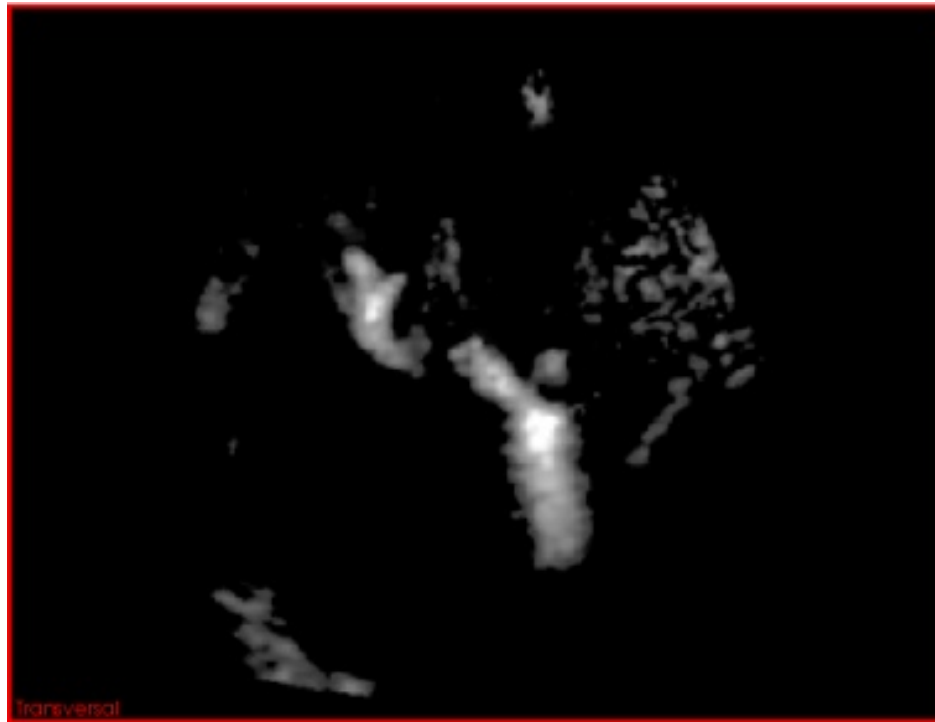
Flashartefakte in Power-Doppler-Bilddaten (links unten und auf der rechten Seite).
